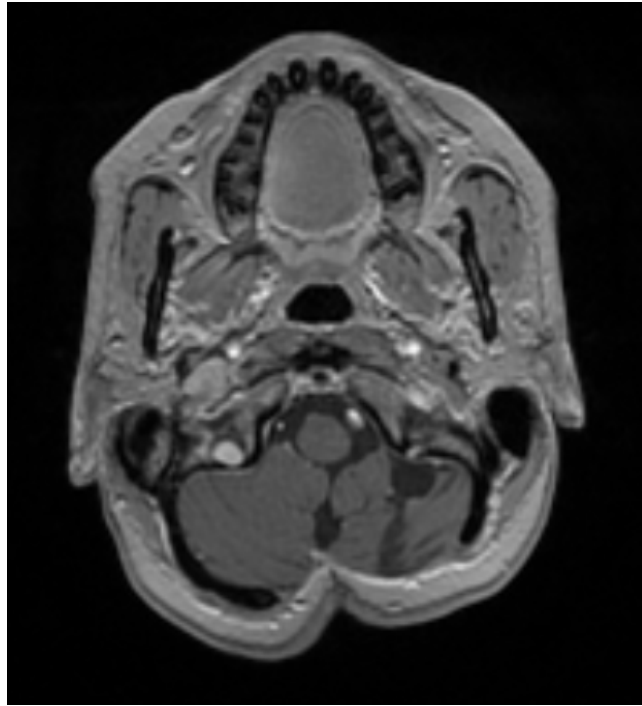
Контрольная МРТ головного мозга с контрастным усилением в аксиальных срезах пациентки №2. через 1 год после проведенного предСРХ с последующим микрохирургическим удалением метастаза в левой гемисфере мозжечка: визуализируются последствия перенесенного микрохирургического вмешательства без признаков локального рецидива
